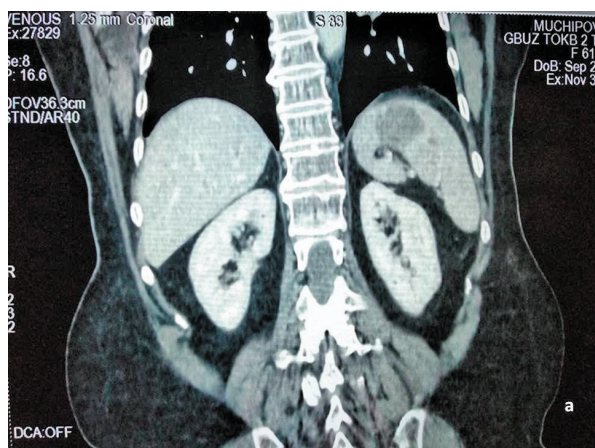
КТ пациентки М. а – фронтальный срез, б – сагитальный срез. Определяется подкапсульная гематома в верхнем полюсе селезенки. Жидкости в брюшной полости нет
